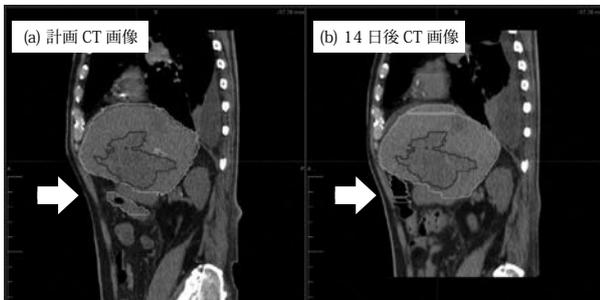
腫瘍や重要臓器の状態変化の例。計画時のCT画像(a)と14日後のCT画像(b)の比較。計画時には腫瘍(紫の輪郭)の近くになかった大腸が、14日後には近くに寄ってきている(矢印)。
